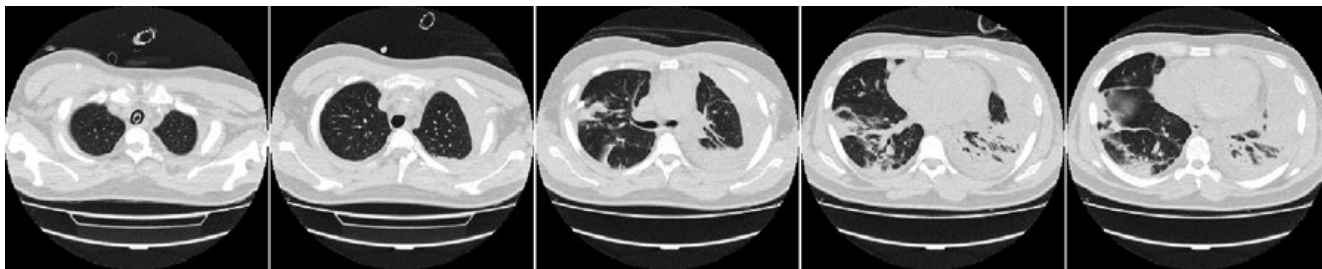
КТ ОГК от 13.02.17. Левосторонний геморрагический плевральный выпот. Положительная динамика по сравнению с КТ от 08.02.17. Нижнедолевая пневмония справа в стадии разрешения, инфильтрация нижней доли левого легкого в стадии начального разрешения — положительная динамика по сравнению с КТ от 08.02.17. Формирование жидкостсодержащей полости в проекции S8 левого легкого.
